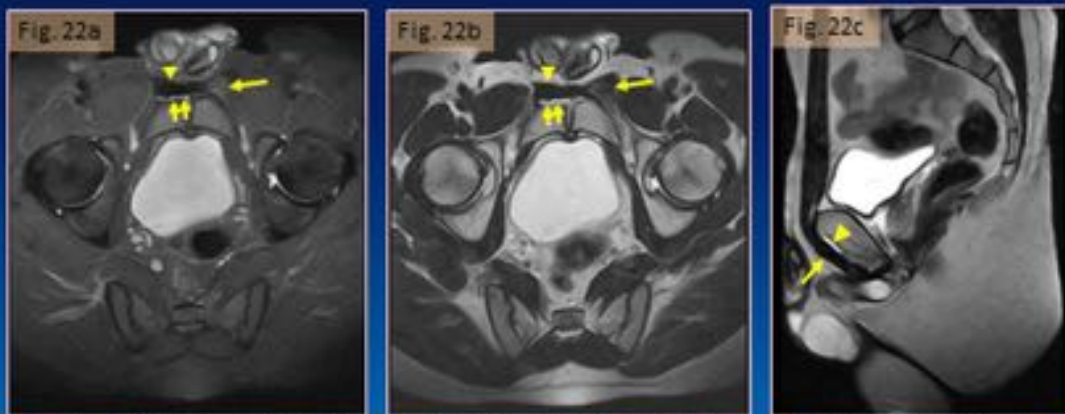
RM. Tendinopatía grado 1.
